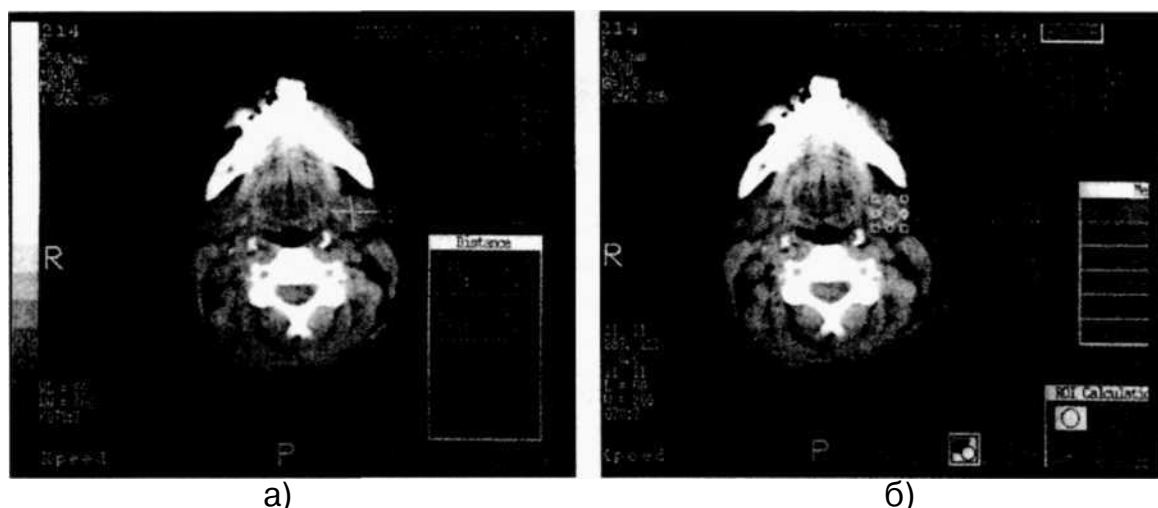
Компьютерная томограмма больного со склерозирующим субмаксиллитом (а,б). Патологический очаг обозначен.
